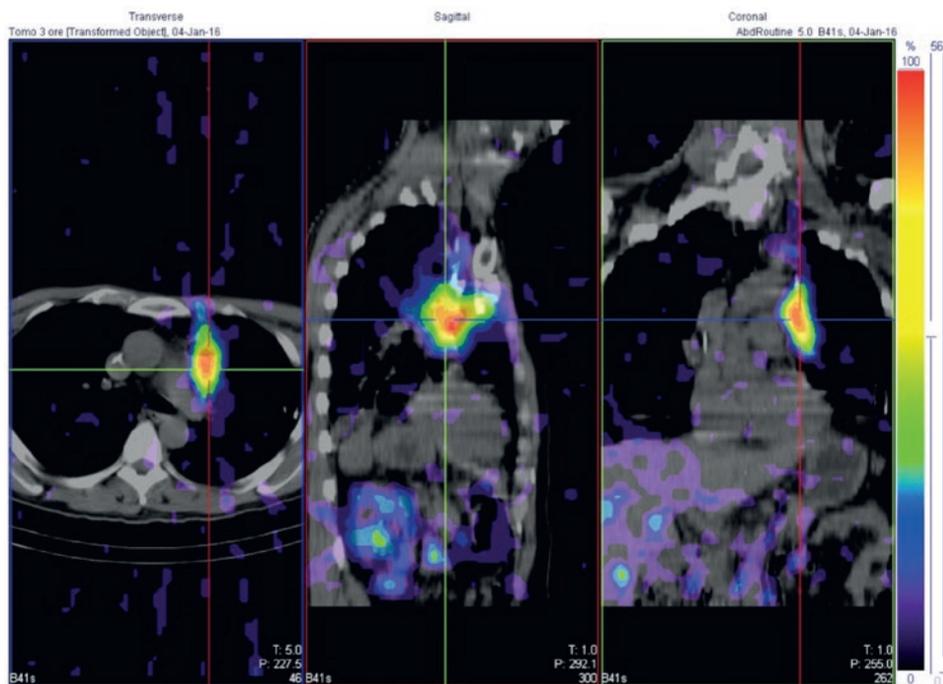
Linfoscintigrafia post-operatoria di rimozione di linfangioma cistico con complicanza di chilotorace.
